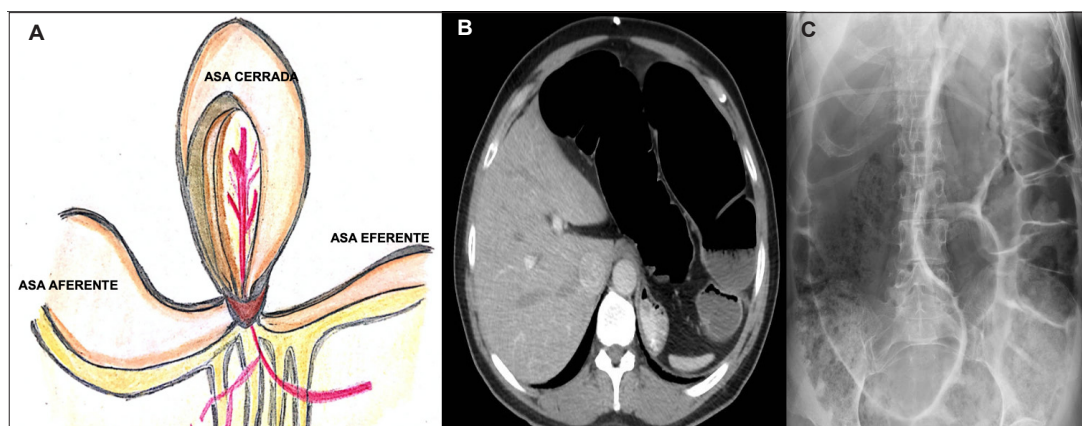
Representación esquemática y radiológica de obstrucción en asa cerrada. A. En la obstrucción en asa cerrada el lumen intestinal es obstruido en dos sitios localizados uno cerca al otro en los puntos de entrada y salida del asa; B. Corte axial de una tomografía de abdomen de un paciente con diagnóstico de vólvulo del sigmoide; C. Radiografía de abdomen de paciente con obstrucción intestinal con relación a vólvulo del sigmoide, se evidencia importante distensión de asas intestinales. Fuente: Elaboración propia de los autores.
